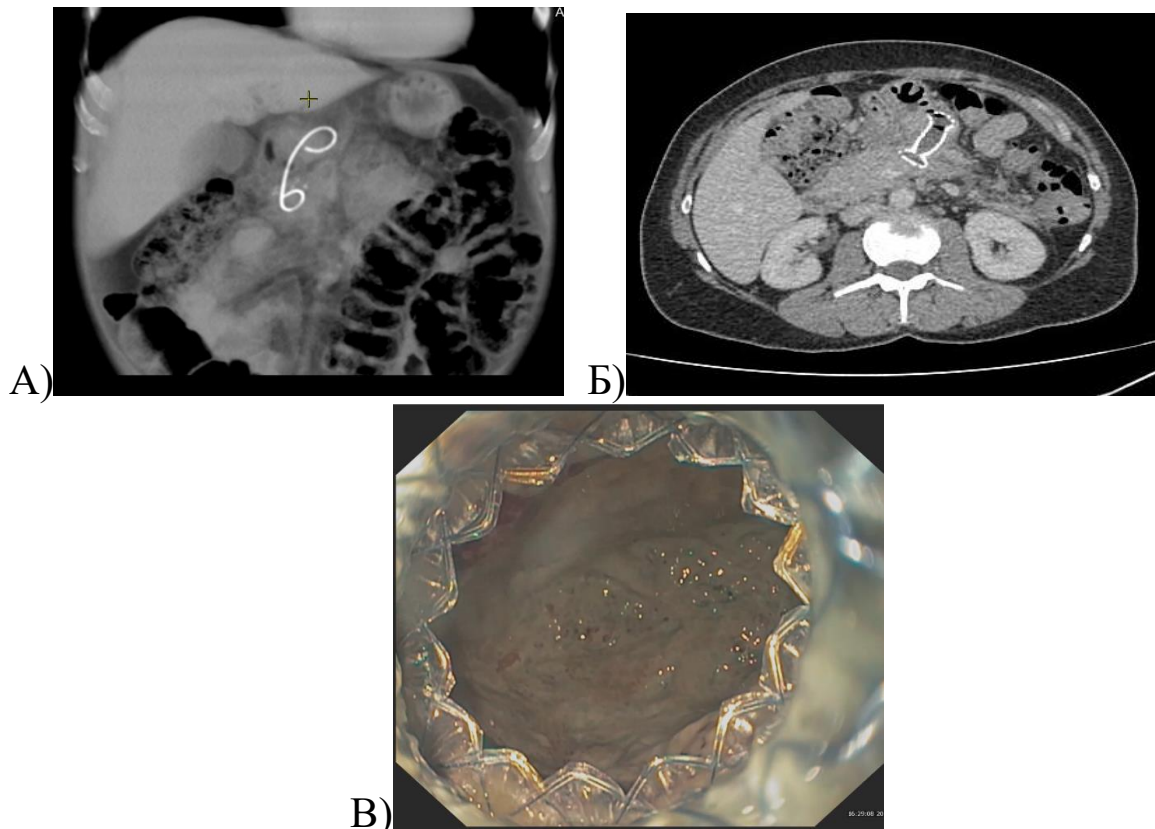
А - МСКТ после стентирования одного пластикового стента. Б - МСКТ после установки нитинолового стента. В – Нитиноловый стент установленный в полость псевдокисты.
